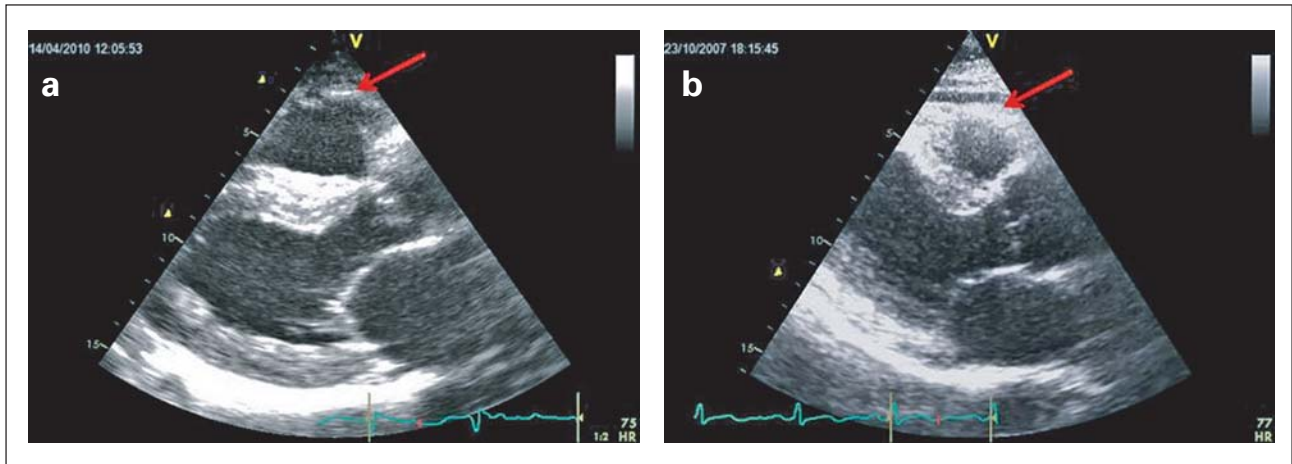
Echokardiographische Darstellung zweier Bestimmungen des epikardialen Fettgewebes mit unterschiedlicher Dicke in parasternaler Länger Achse.
